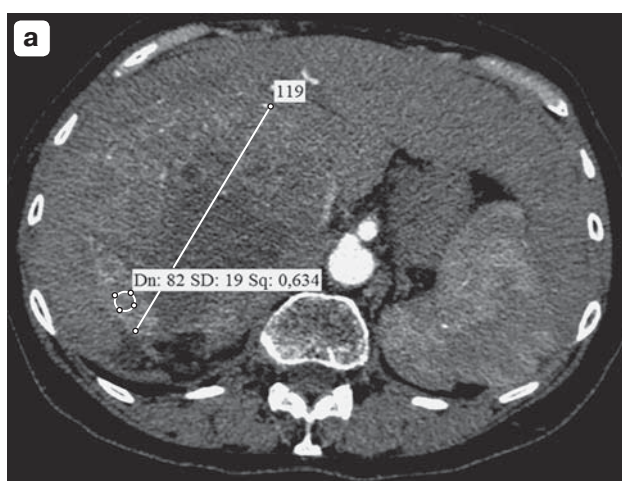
Компьютерные томограммы, аксиальные срезы, артериальная фаза. а – в правой доле печени определяется гиперваскулярное образование – гепатоцеллюлярный рак; б – состояние после трансартериальной эмболизации, динамическое наблюдение через 2 мес, отмечается уменьшение васкуляризации образования и снижение плотности в артериальную фазу исследования. Физиологически – положительная динамика или частичный ответ, так как снижается количество васкуляризированной ткани. При этом максимальный диаметр образования не изменился, и согласно критерию RECIST 1.1 данный статус должен быть расценен как стабильное заболевание.
